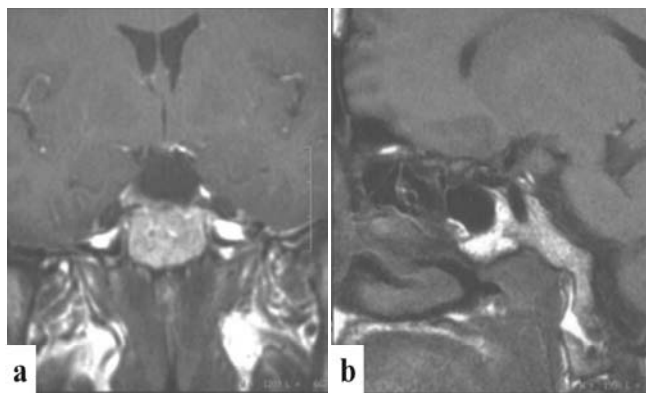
Imagen de la RM, muestra lesión isointensa en la región selar. b. Con gadolinium se observa tumor selar con extensión supraselar
